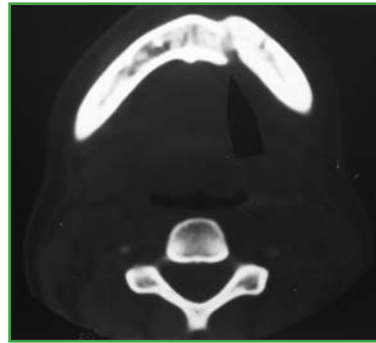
Fractura maxilar inferior, zona anterior, vista po TC axial.
